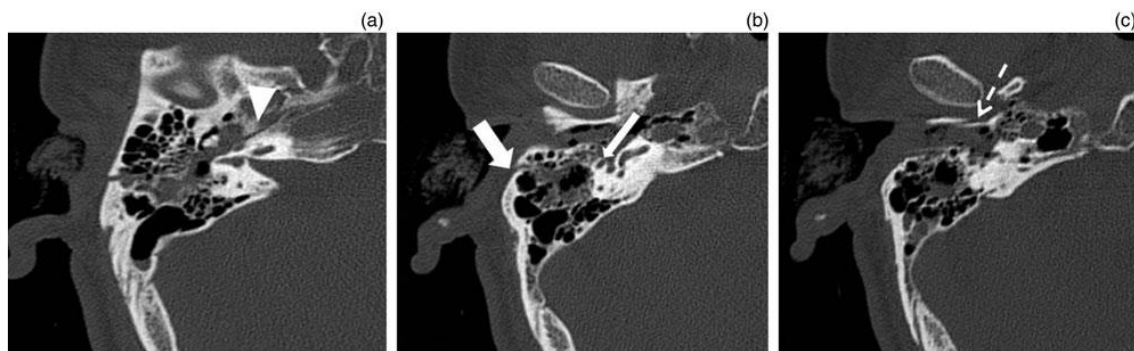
Avaliação regional do traço de fratura no osso Temporal, por tomografia computadorizada cranioencefálica. (a) Fratura do tipo I – o traço de fratura envolve a porção petrosa do osso Temporal; (b) Fratura do tipo II – o traço de fratura estende-se até ao canal auditivo médio. Fratura do tipo III – o traço de fratura localiza-se na cavidade mastóidea; (c) Fratura do tipo IV – o traço de fratura envolve o canal auditivo externo.¹
